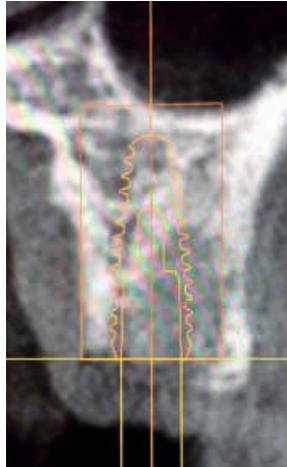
10a: Röntgenkontrolle nach Implantatinsertion
